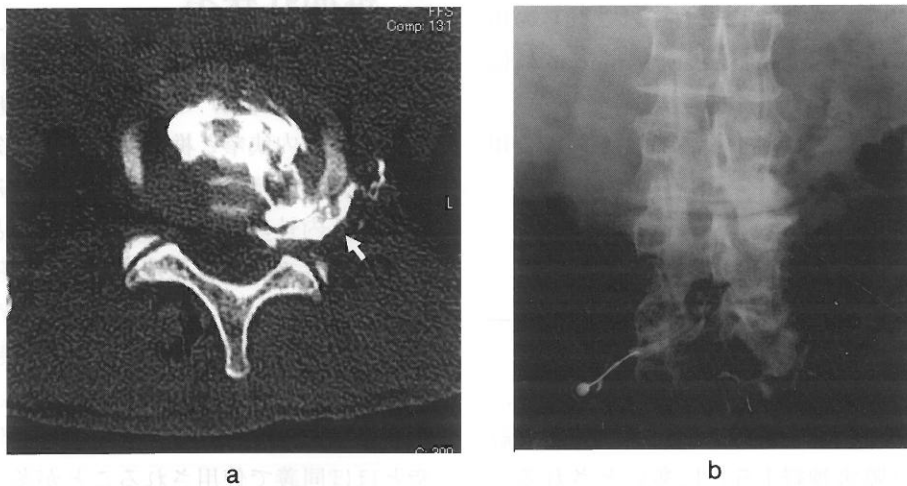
椎間板造影後CT(a). :ヘルニアが明瞭に造影されている(矢印). 左L5神経根造影(b). :神経根は外上方に圧排され横走している.
